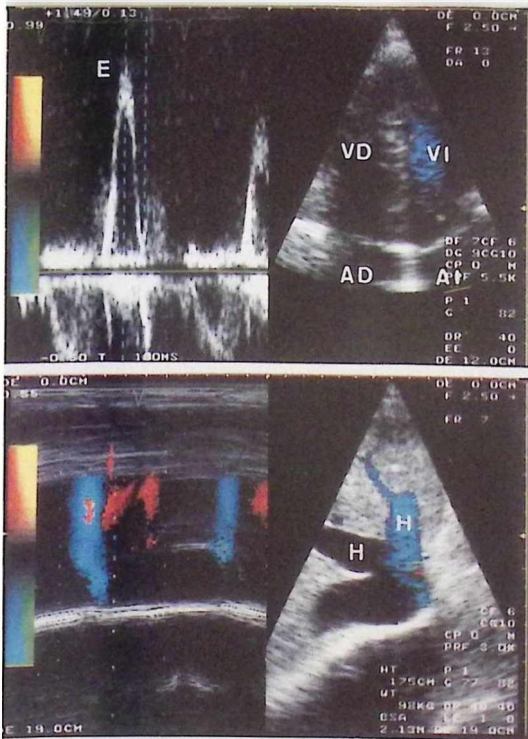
Panel superior: Registro de la velocidad del flujo sanguíneo obtenido con la técnica de Doppler pulsado situando la muestra en el tracto de entrada ventricular izquierdo. Se observa una onda de llenado diastólico precoz (E) que alcanza una velocidad máxima de 0.93 m/seg. y que presenta un tiempo de deceleración (intervalo desde el pico de la onda E hasta la intersección de la rama descendente con la línea 0) acortado (100 ms). Panel inferior: A la derecha se observa la imagen bidimensional obtenida desde la posición subcostal en la que se visualizan las venas hepáticas (H) y la vena cava inferior que se encuentran dilatadas. Se ha superpuesto la imagen codificada en color de la velocidad del flujo sanguíneo que se aleja del transductor (codificación en azul) dirigiéndose hacia la cava y la aurícula derecha. A la izquierda se observa el registro en modo M de la velocidad codificada en color y se aprecia la imagen en azul al inicio de la diástole y a continuación, durante la meso-telediástole ventricular y durante la mesosístole la codificación en rojo que indica que durante esos momentos del ciclo cardíaco hay inversión del flujo, que desde la cava se acerca hacia el transductor a través de la vena hepática.
